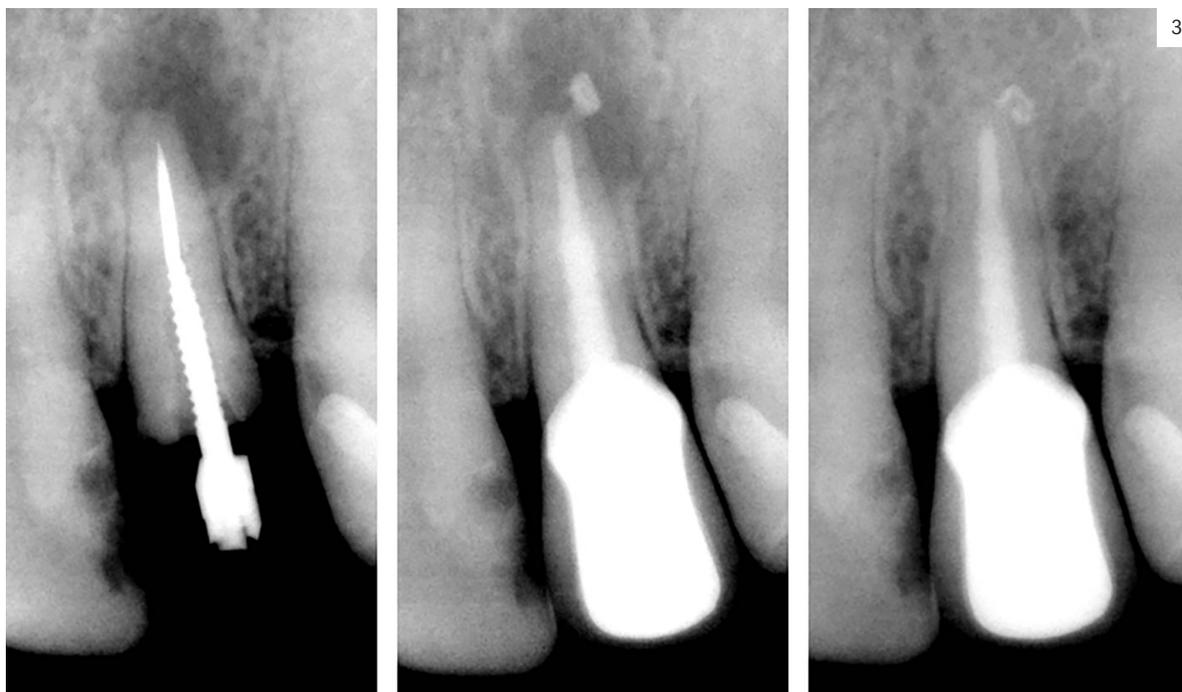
Izq.: Radiografía preoperatoria de un incisivo lateral superior con un metal en la zona apical del conducto radicular y un tornillo Dentatus intraconducto. Se observa una imagen radiolúcida perirradicular. Centro. Radiografía posoperatoria inmediata al retratamiento endodóntico con la instalación del anclaje intrarradicular y la corona (año 2003). Se detecta una pequeña sobreobtusión del sellador empleado. Der.: Radiografía de control posoperatorio a distancia, 6 años y 3 meses después, con formación de nuevo hueso en la zona radiolúcida preoperatoria y persistencia de parte del sellador sobreobturado (año 2009). Nótese el mantenimiento de la altura de la cresta ósea comparando las tres imágenes.
